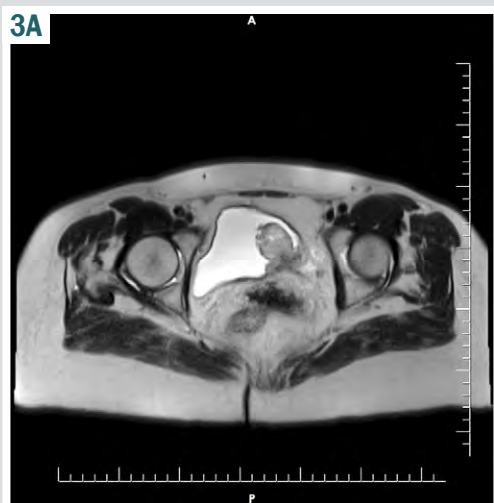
Результати томографічного обстеження пацієнтки С. віком 38 років перед першою та другою ТУРСМ.
